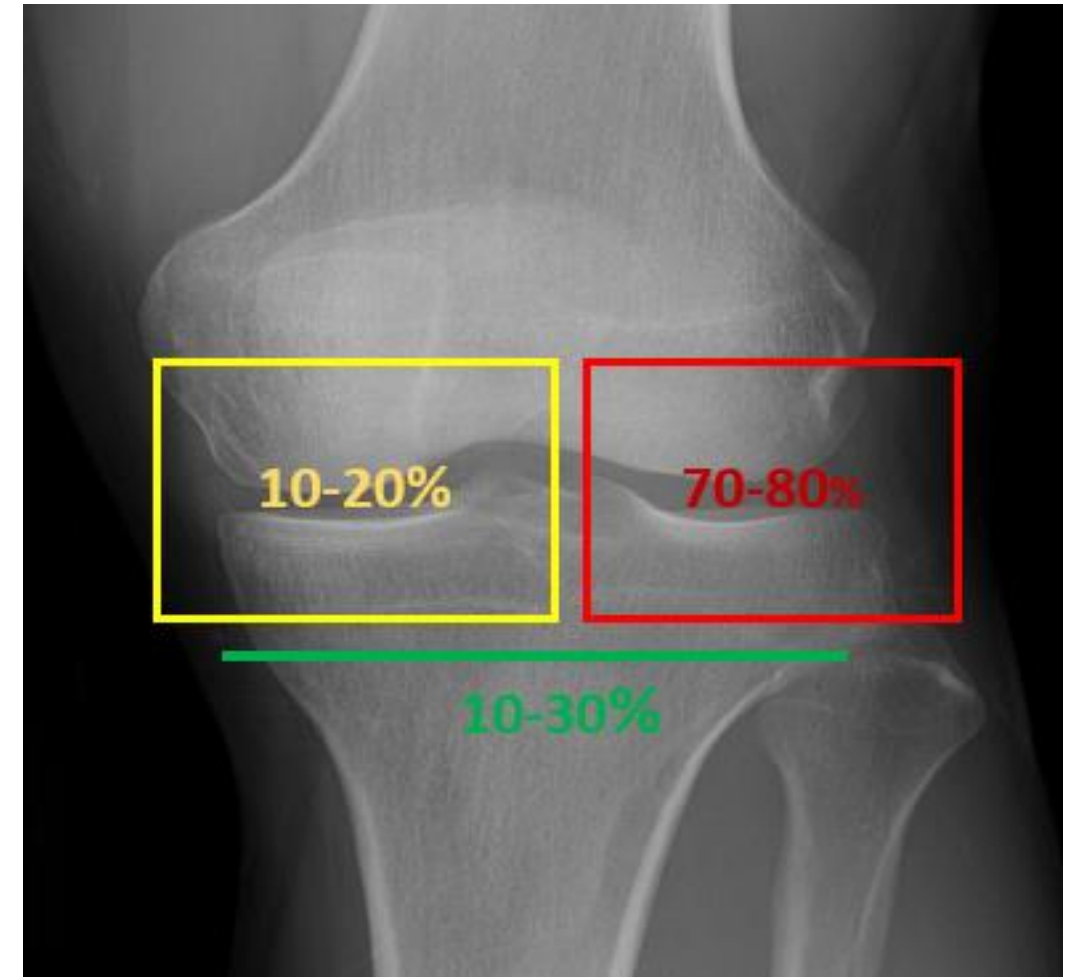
Radiografía anteroposterior de rodilla.
